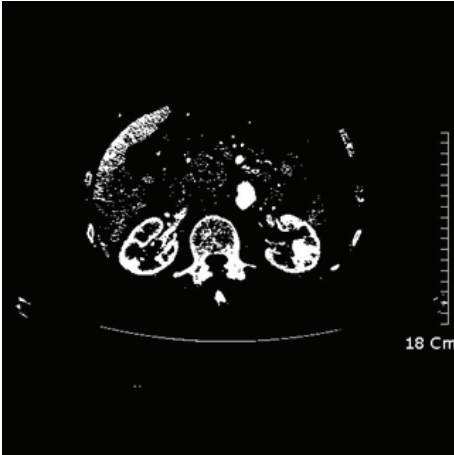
복부 CT 영상의 문턱치기법 결과 1
